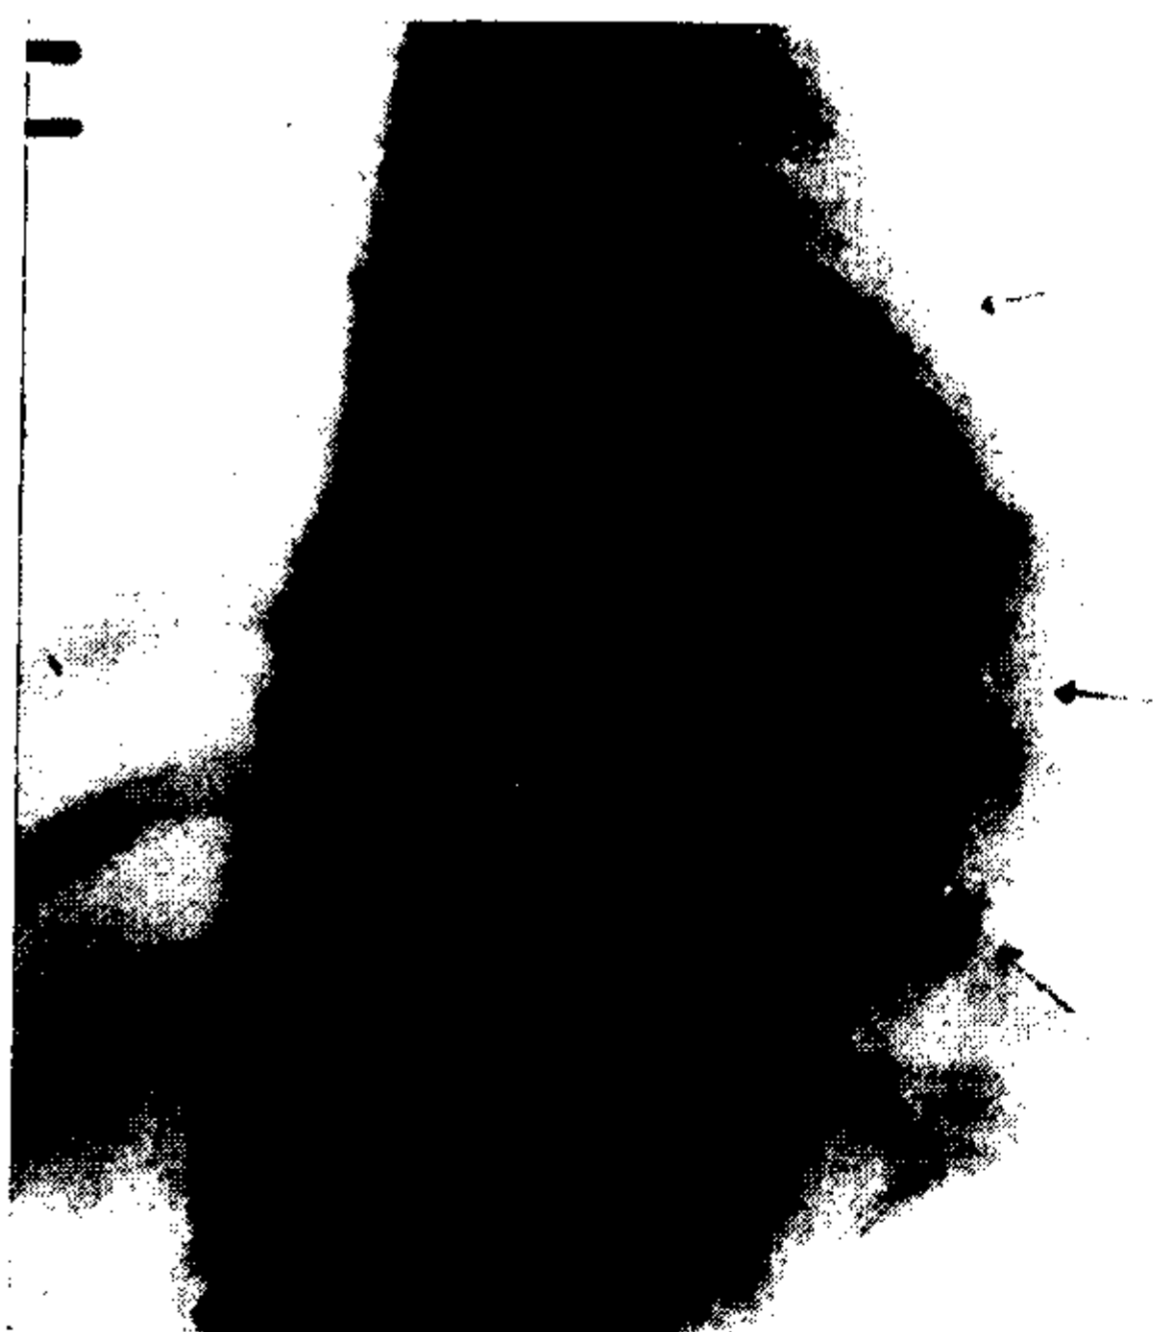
Radiografía penetrante del mismo caso que la fig. 6. Por detrás del corazón se objetivan los contornos derecho e izquierdo del saco y su polo inferior.
